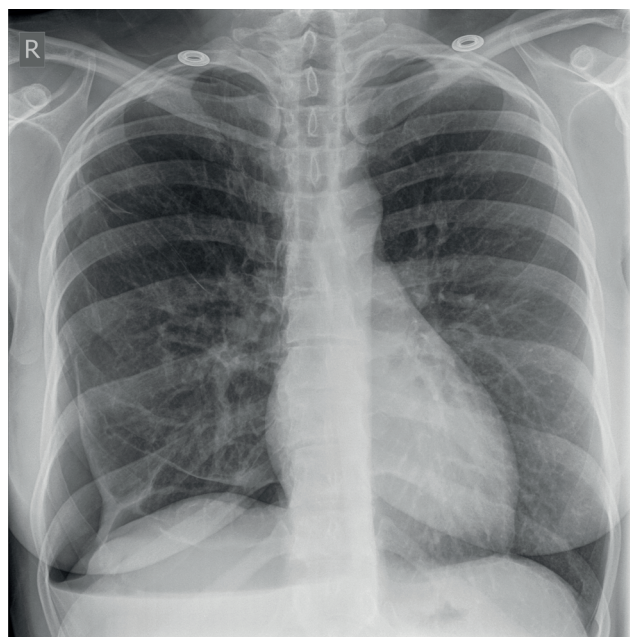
Рентгенография легких, прямая проекция. Пневмоторакс справа. / Fig. 1. Chest roentgenography, anteroposterior position. Right-sided pneumothorax.
